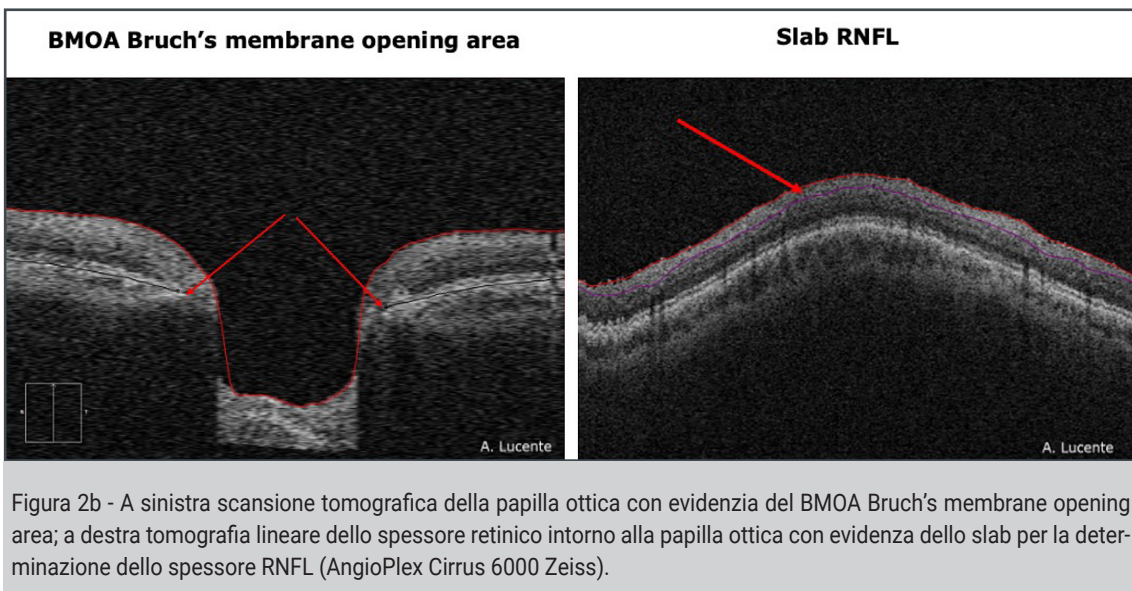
A sinistra scansione tomografica della papilla ottica con evidenza del BMOA Bruch's membrane opening area; a destra tomografia lineare dello spessore retinico intorno alla papilla ottica con evidenza dello slab per la determinazione dello spessore RNFL (AngioPlex Cirrus 6000 Zeiss).
